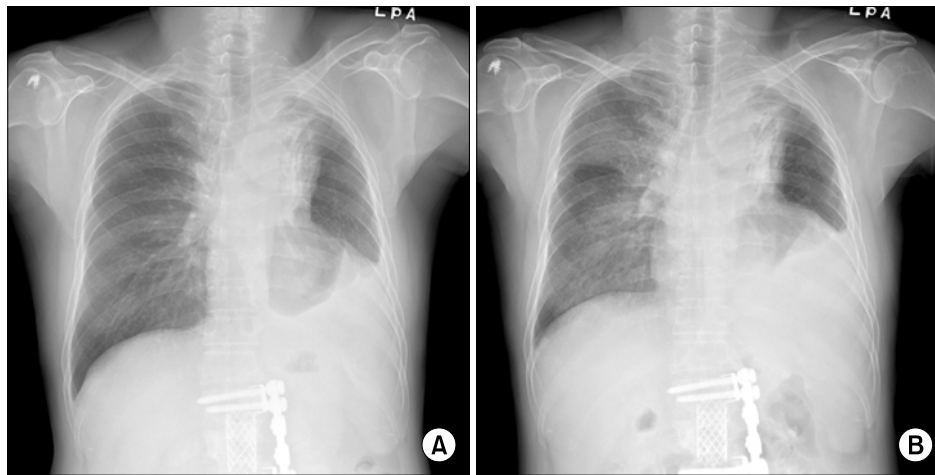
Chest radiograph on admission shows the left upper lobe mass and left pleural effusion (A). Chest radiograph after 3rd topotecan therapy shows diffuse ground-glass opacities in the right lung (B).
